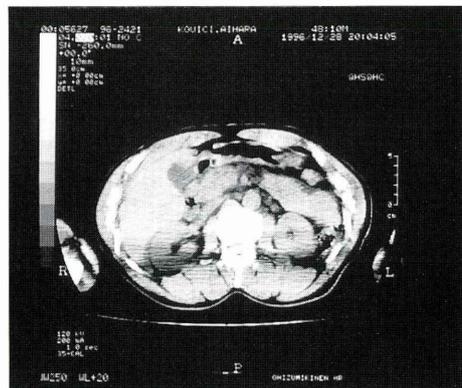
受傷時CT 腹腔内 free air を認める。
